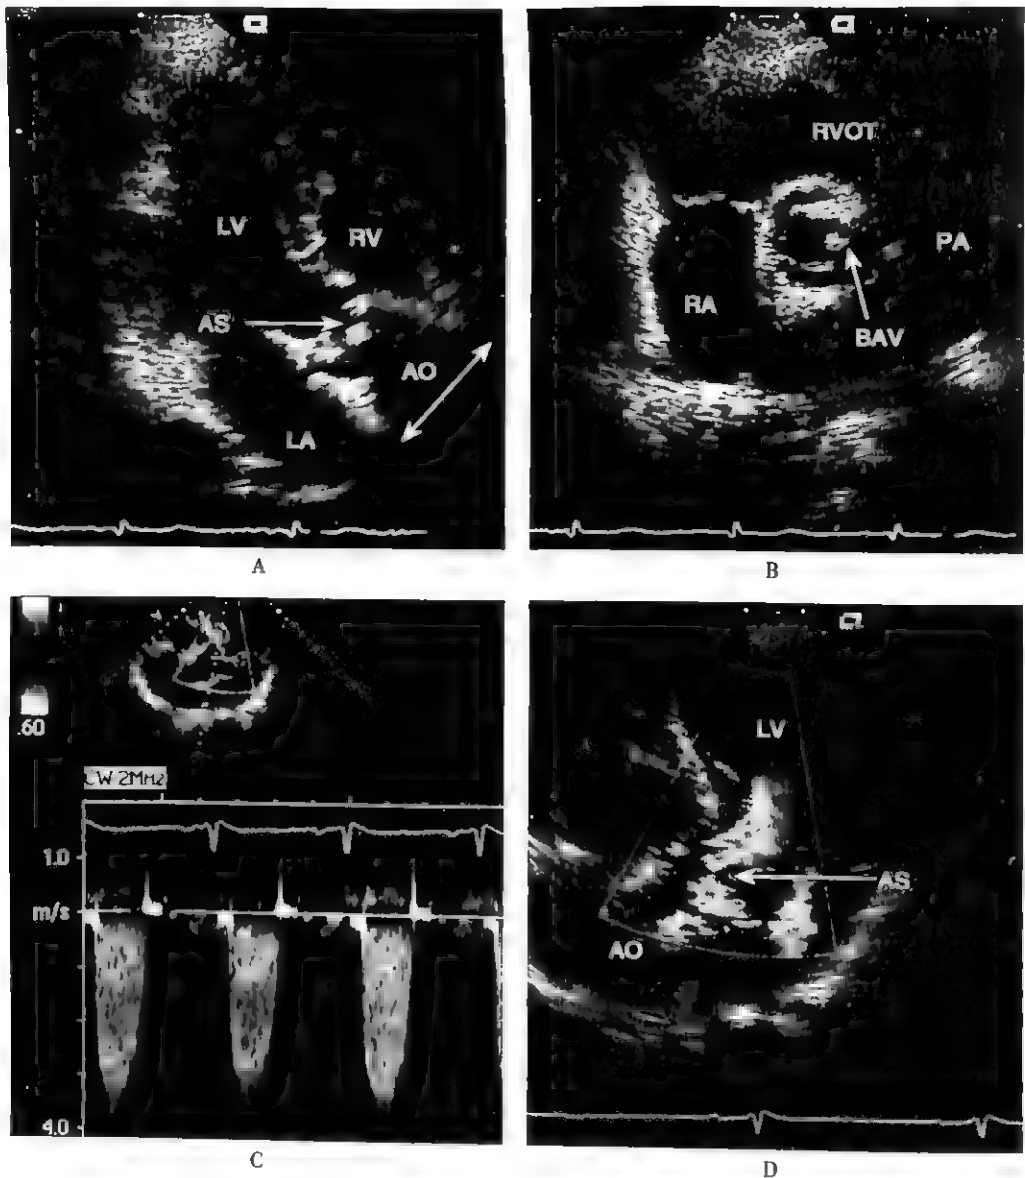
先天性二叶式主动脉瓣畸形合并主动脉瓣狭窄的超声心动图表现
